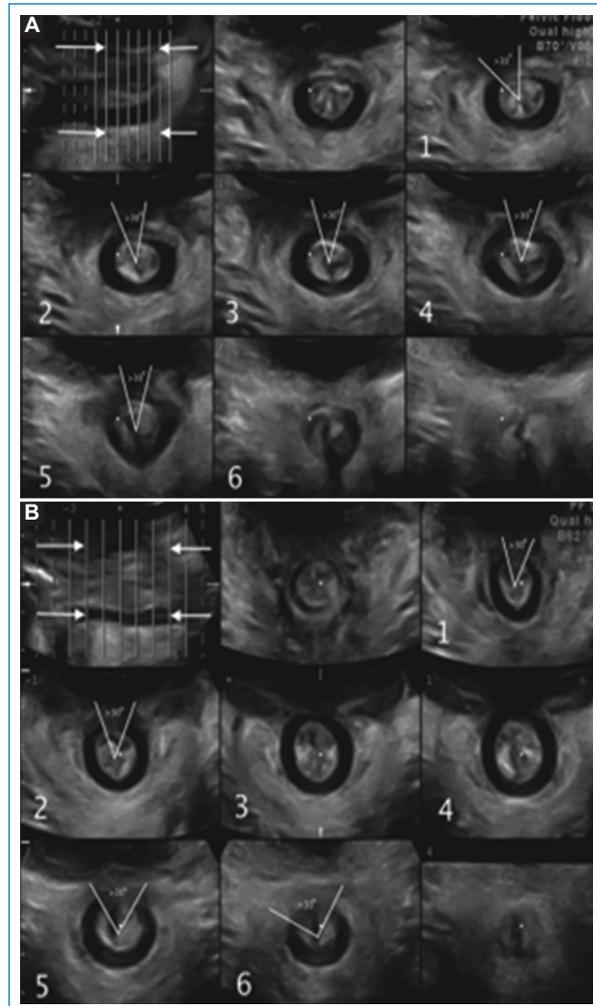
(A) Cortes axiales donde se observa una cicatriz del esfínter anal interno. (B) Ultrasonido tomográfico donde se observa una lesión del esfínter anal interno.
